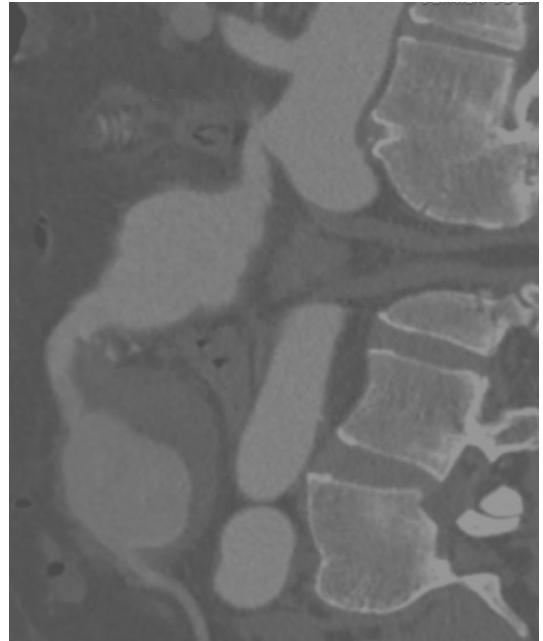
Sagittal angiotomography slice, showing two aneurysms of the superior mesenteric artery.
